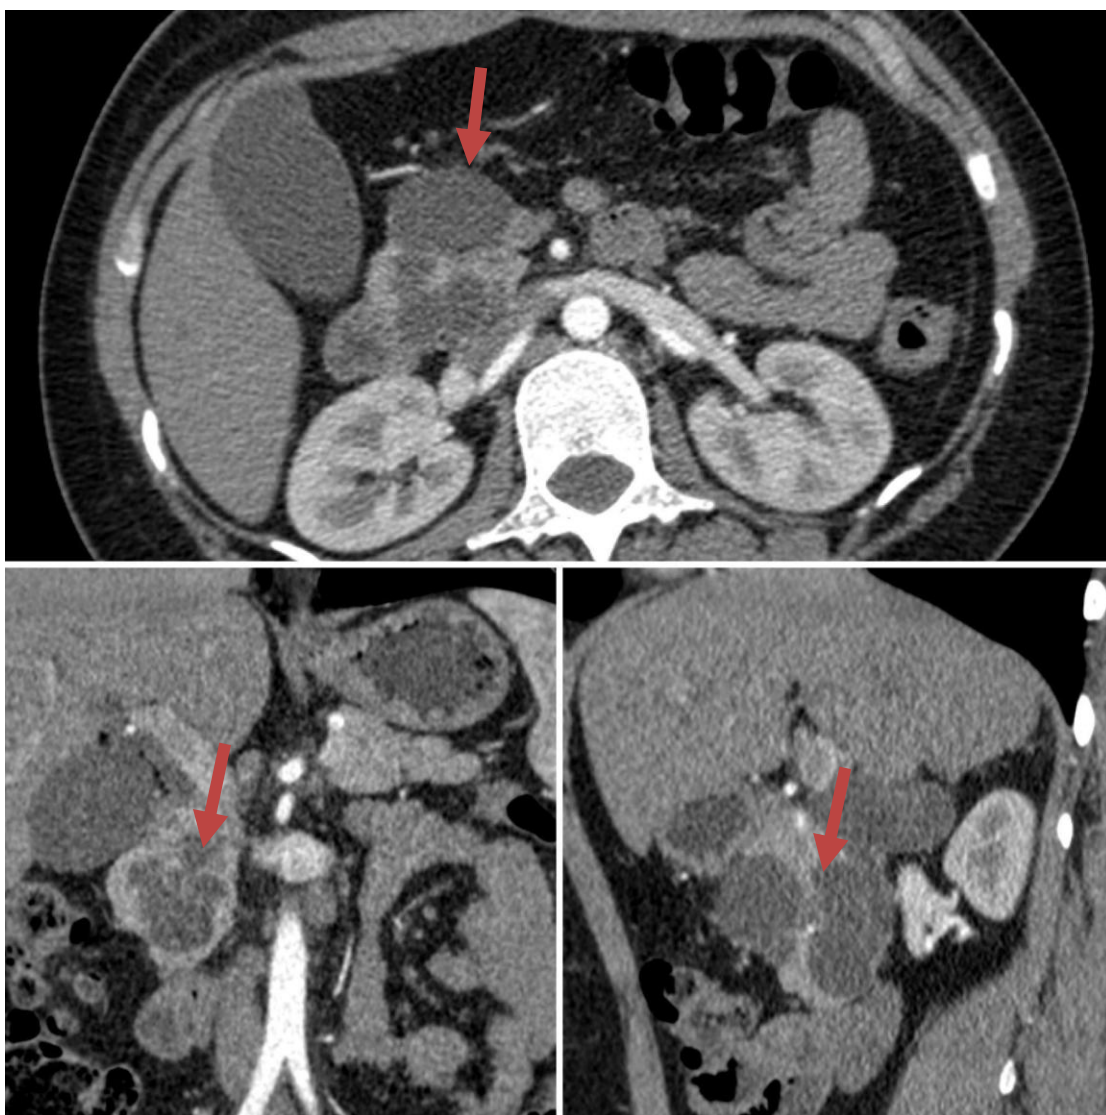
КТ, артериальная фаза контрастного усиления. Стрелкой указана кистозная опухоль головки ПЖ.
